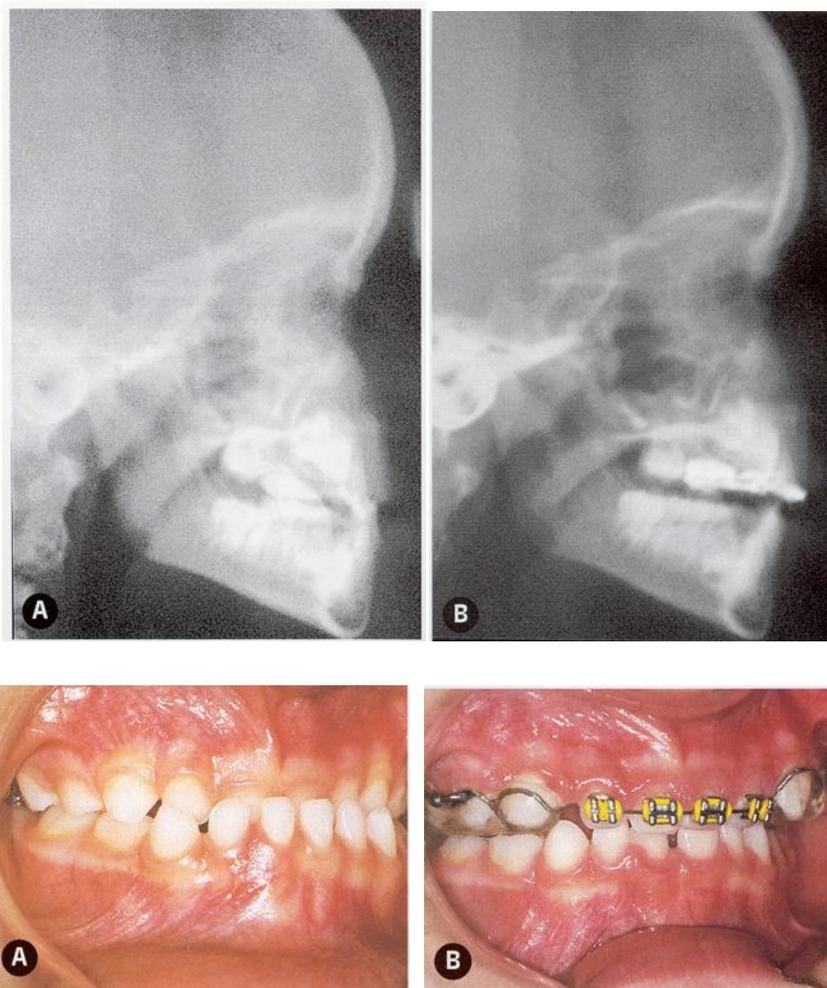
Imagen tomada de Cobo et al 2002⁴⁶. Las imágenes A corresponden a un niño previo al tratamiento. Se observa la Clase III existente con hipoplasia maxilar. Las imágenes B son del mismo paciente tras el tratamiento con expansión rápida del maxilar asociada a la máscara facial, en las se aprecia la mejoría de la hipoplasia maxilar (en la foto intraoral) y el aumento de las VAS (en la telerradiografía).
